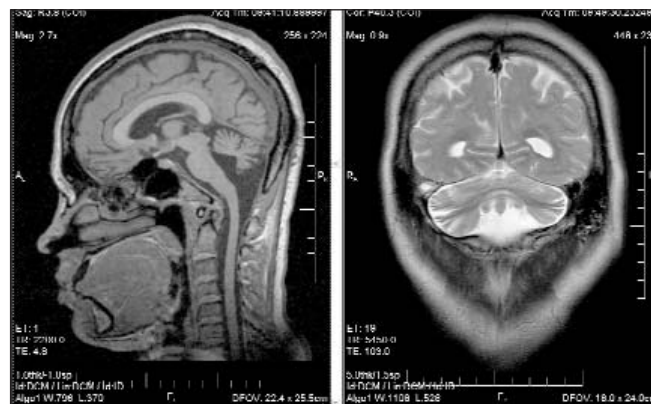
МРТ головного мозга той же пациентки. Картина гипоплазии каудальных отделов червя мозжечка (описание в тексте)
